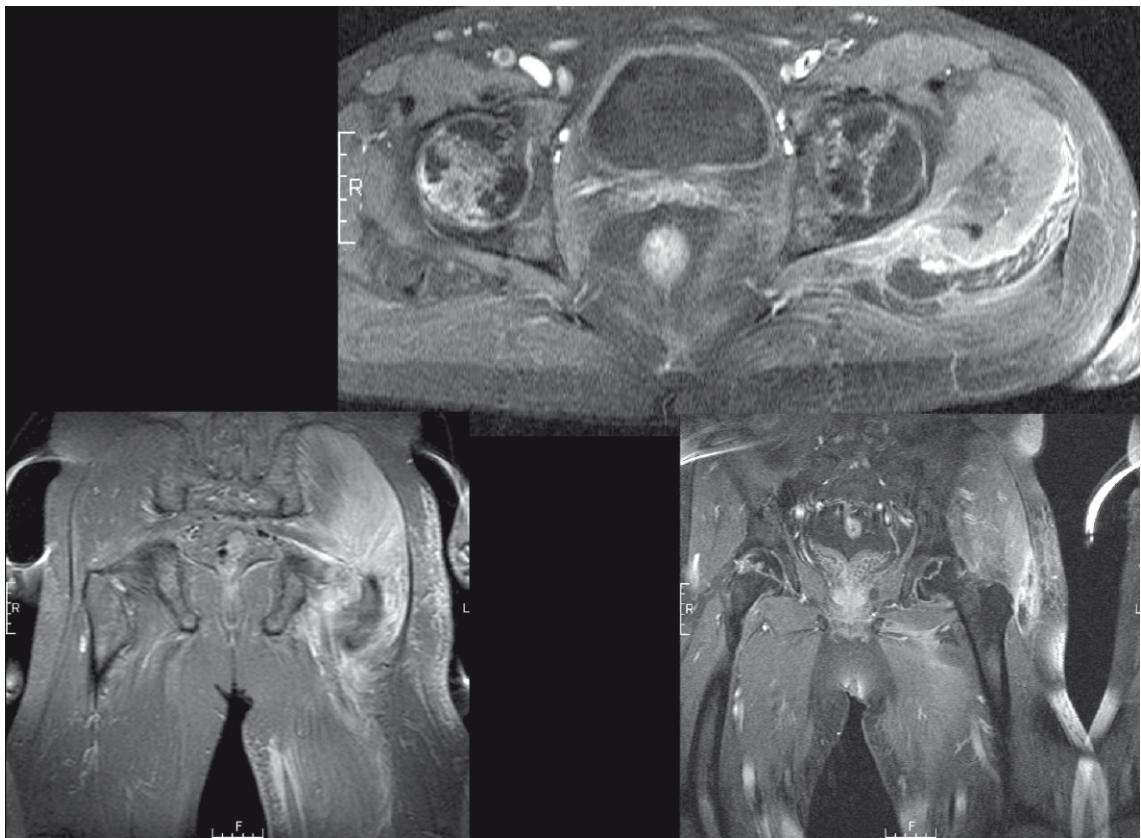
Imágenes de resonancia magnética que muestra una lesión de 3,2 x 2,3 x 3,6 cm alrededor de la musculatura del glúteo inferior izquierdo, ocupando el plano facial entre el glúteo menor y glúteo mayor, con algunas zonas de hiperintensidad de señal T1 y T2, así como un poco de líquido no resaltado. Su aspecto era más coherente con un hematoma focal. También se ve un extenso edema que rodea los tejidos blandos que se extiende en todo el glúteo medio y mayor, y en pequeño grado en músculos menores.
